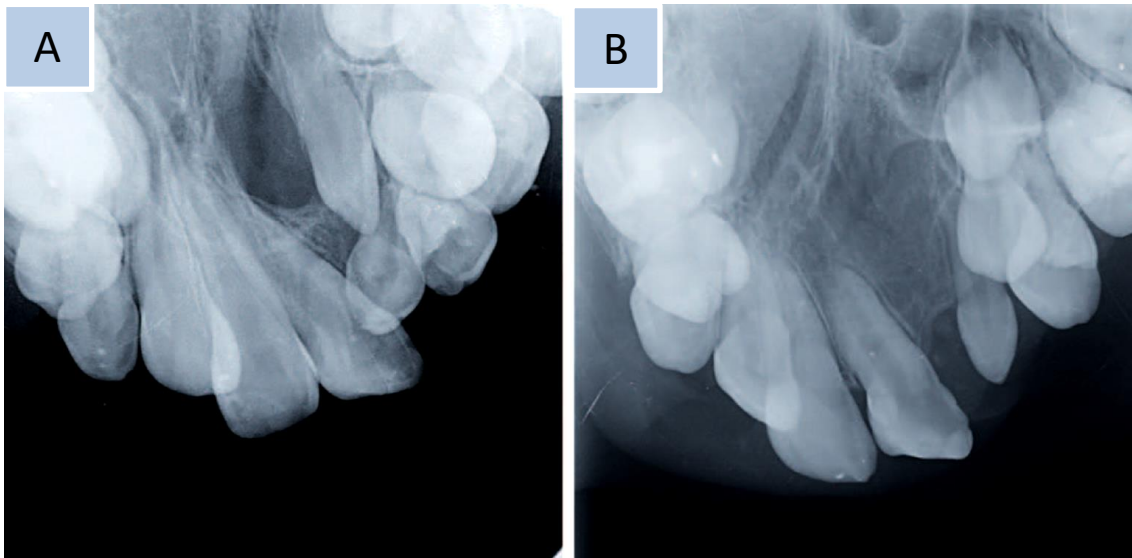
Radiografías oclusales A) Fisura alveolar resuelta con gingivoperiostopalatoplastia para cierre de la comunicación oro-nasal. Obsérvese la persistencia del defecto de la hendidura apical. B) Fisura alveolar resuelta mediante palatoplastia e injerto óseo alveolar secundario. Yi-Chin Wang y Col. (2023). (24)
